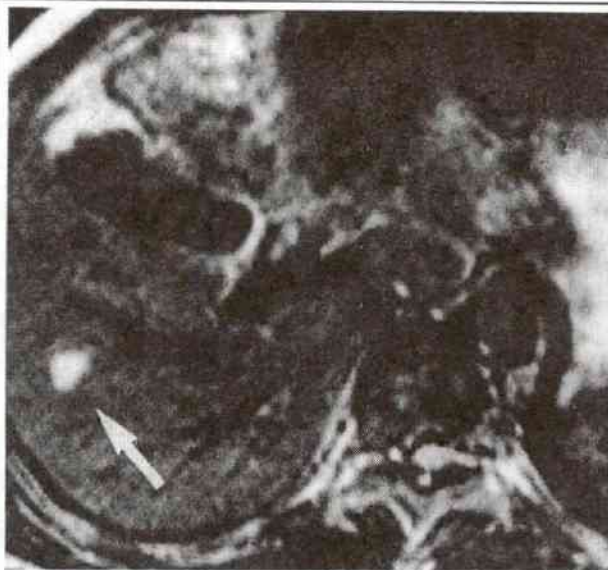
Small HCC on T2-weighted image seen as a hyperintense mass (arrow).
